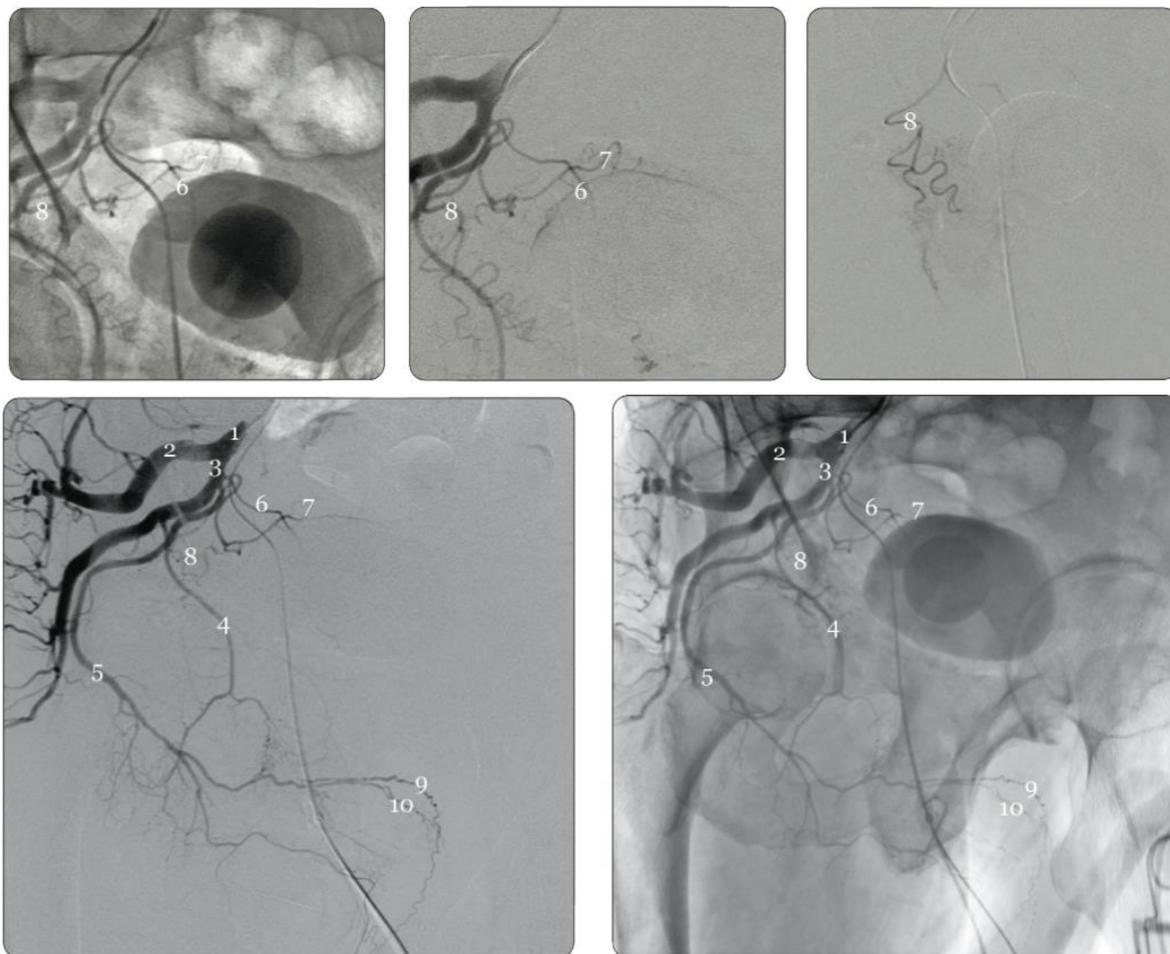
Рентгеноанатомия артерий мужского таза:
